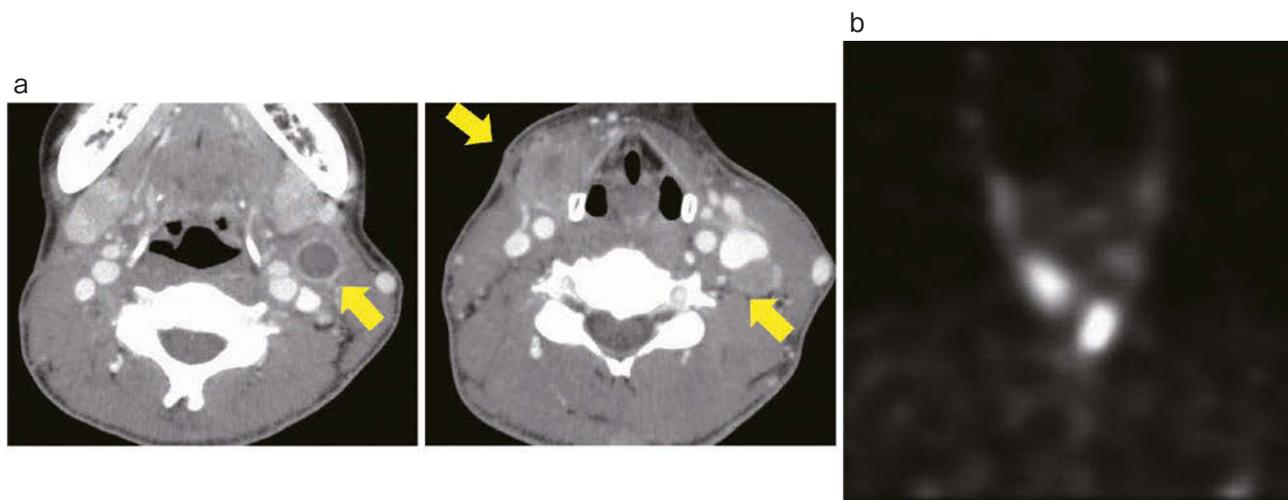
Contrast-enhanced CT and somatostatin receptor scintigraphy. Contrast-enhanced CT (a) showed multiple enlarged cervical lymph nodes (arrows). Somatostatin receptor scintigraphy (b) showed accumulation of indium-111 labeled pentetreotide in the same region.
